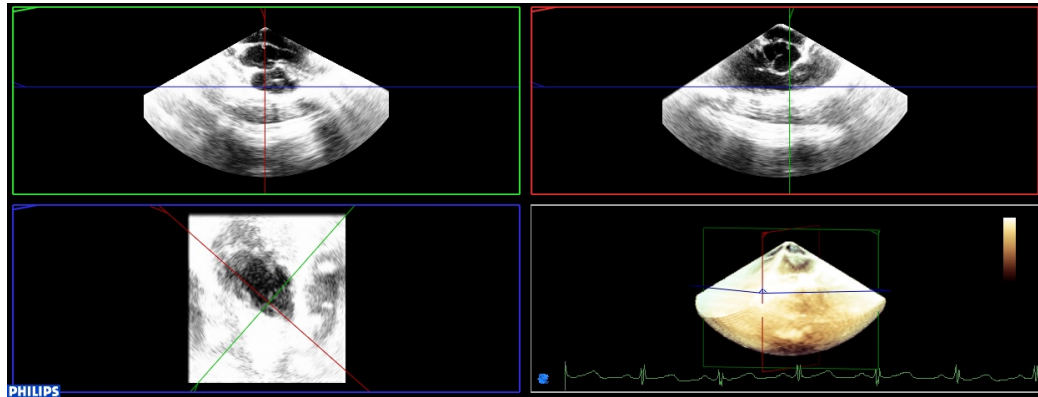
Ecocardiografía 3D sin alterar
